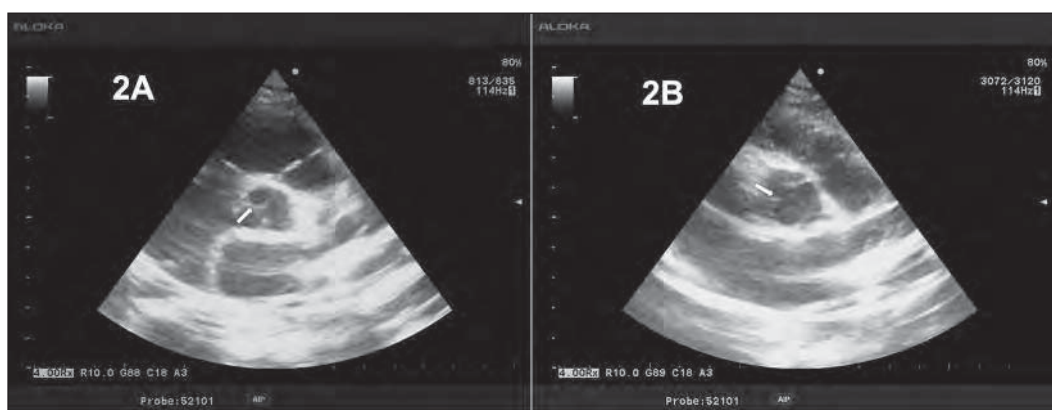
A) Parasternal short-axis view showing bicuspid aortic valve with fusion of the right and noncoronary cusps. An arrow shows a raphe in diastole. B) Parasternal short-axis view showing bicuspid aortic valve with fusion of the right and non-coronary cusps in systole. An arrow shows a raphe in systole.
